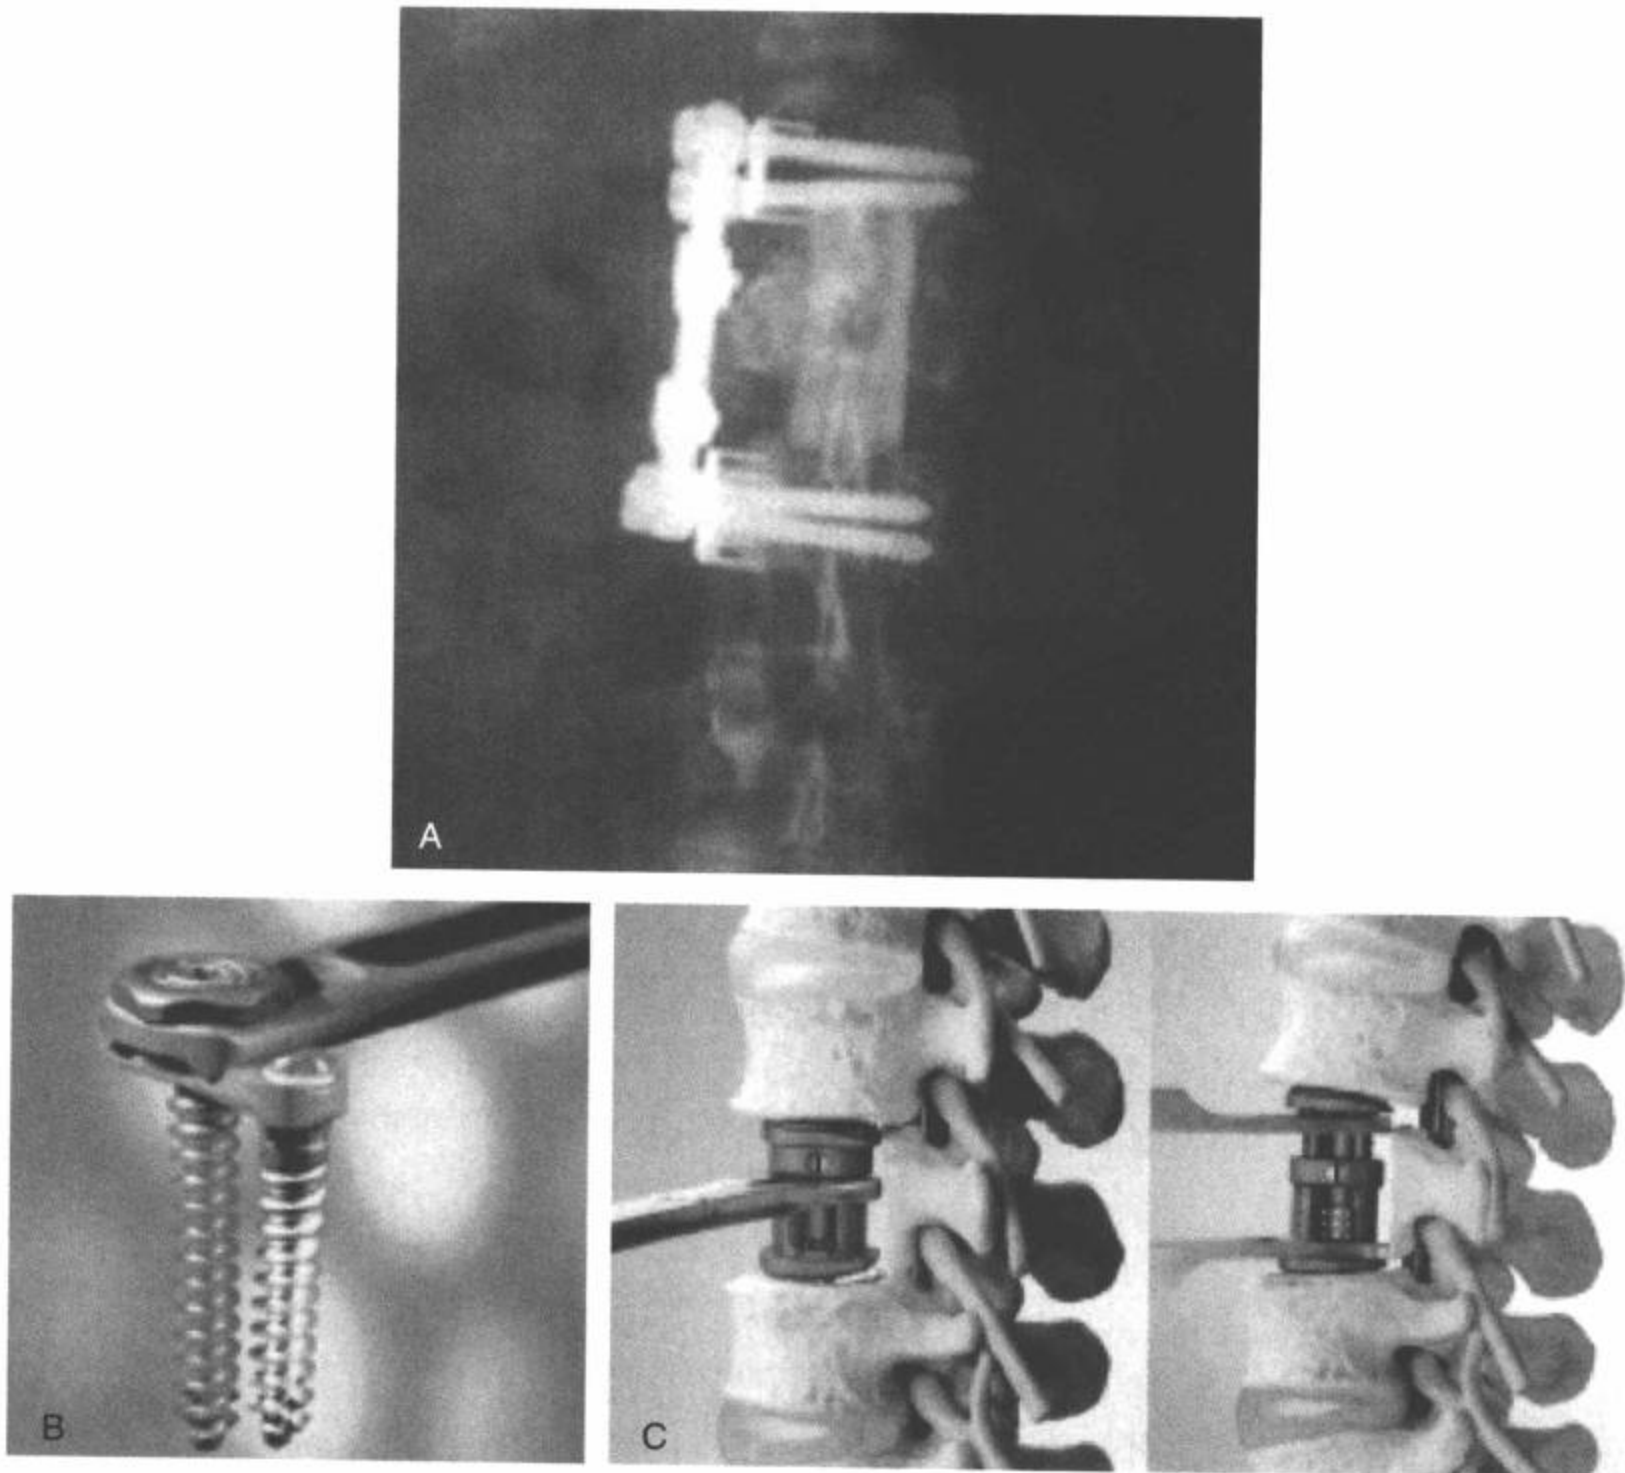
前路器械治疗已经更广泛地用于胸椎和腰椎。A: 前后位平片显示稳定椎体次全切的Kaneda器械(Depuy Spine)。B: MACS-TL(Aesculap)是一个剖面更低平的新型系统,与固定板齐平的螺钉头可用胸镜放置。C: 目前专用于恢复前柱完整性并提供分离以便协助矫正胸腰椎畸形的可伸展性支架(Synex cage Synthes Corp)。〔见彩图3-14(B,C)〕
